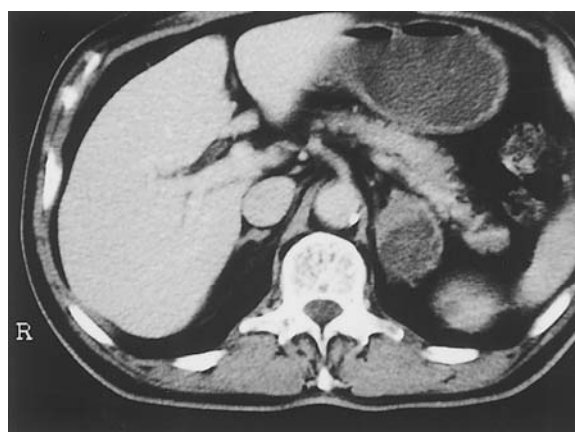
Enhanced abdominal CT of case 4 showed left adrenal mass (adhesion).
